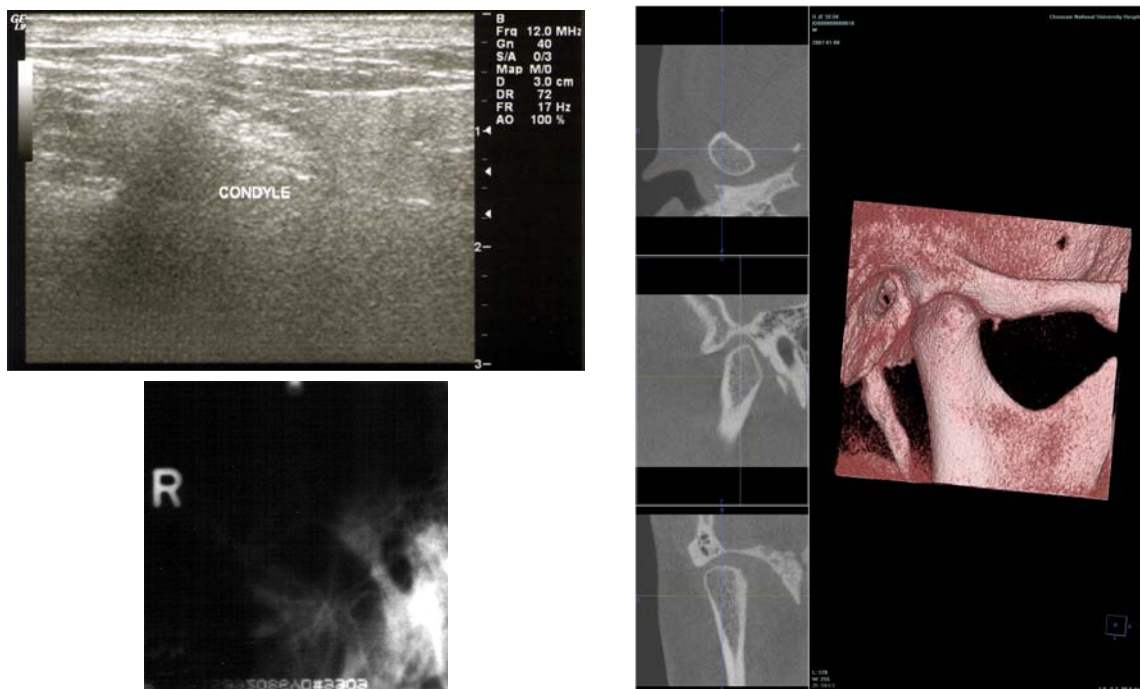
The example of ultrasonographic images and conventional radiography and CT scan of Temporomandibular Joint in open position
